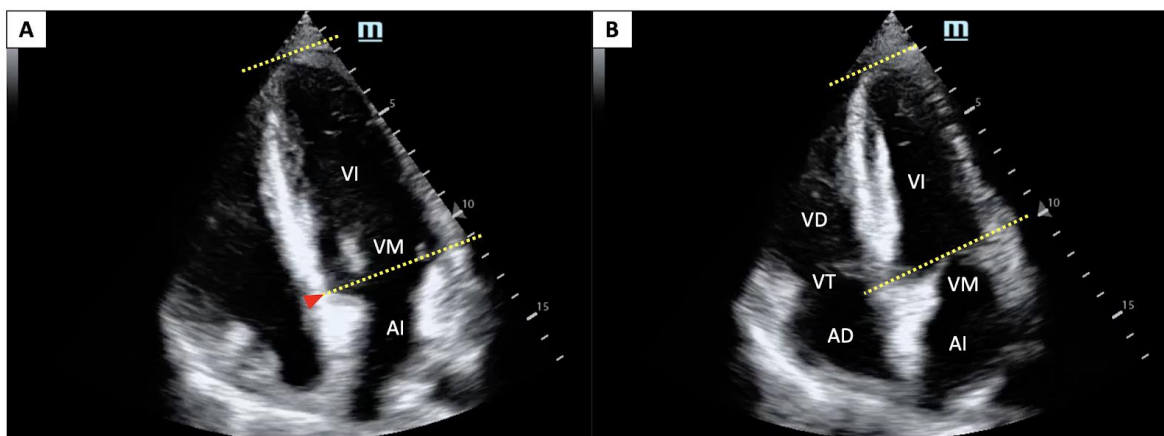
Imagen Nro. 13. Representación esquemática de una ventana apical 4 cámaras. Medición de la longitud desde la base hasta el ápex del ventrículo izquierdo durante diástole (A) y durante sístole (B) usando como referencia el anillo de la válvula mitral (flecha roja). Una diferencia de A menos B mayor de 1 cm se asocia generalmente con una buena función sistólica. Nótese además la disminución del tamaño de las cavidades, que son otros aspectos para revisar durante la evaluación de la función ventricular. AD: aurícula derecha; AI: aurícula izquierda; VD: ventrículo derecho; VI: ventrículo izquierdo; VM: válvula mitral; VT: válvula tricúspide.
